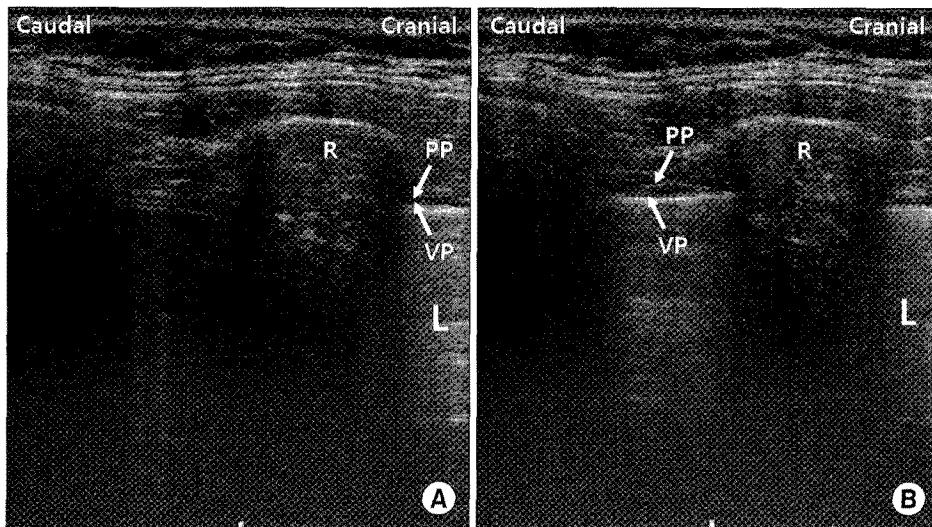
Sonographic images of chest wall and pleura. As the visceral pleura and the parietal pleura are gliding with each other during respiration, the lung is moved cranialad with expiration (A) and caudalad with inspiration (B). L=Lung; PP=Parietal pleura; R=Rib; VP=Visceral pleura.
